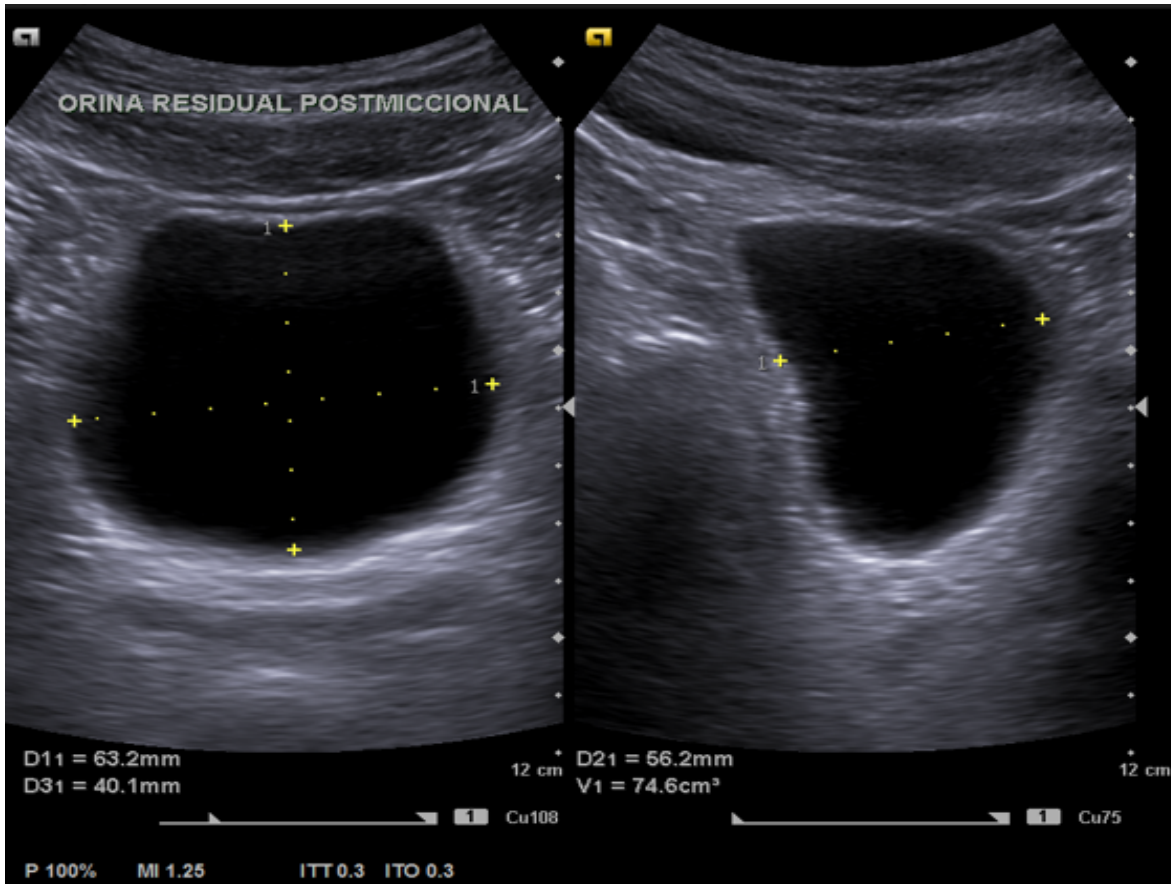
Imagen de ultrasonido vesical con medida de la orina residual postmiccional.
